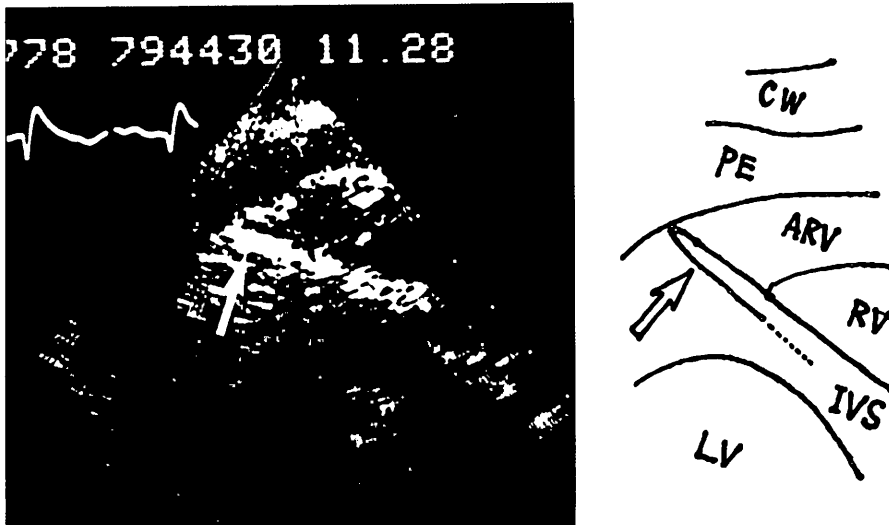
Cross-sectional echocardiogram of the same patient as in Figs. 3, 6.
